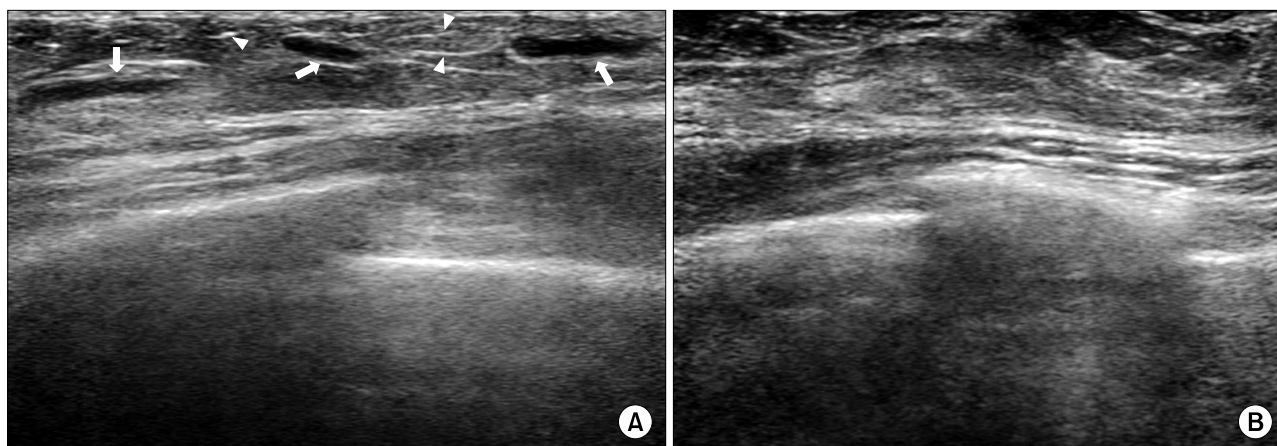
(A) Breast ultrasonography shows the lesion which is the prominent superficial vessels with diffuse wall thickening (arrows) and increased echogenicity of subcutaneous fat, surrounding them (arrow heads). (B) Follow-up breast ultrasonography after treatment shows the lesion is replaced by normal vessel conditions and does not obtain increased echogenicity of subcutaneous fat anymore.
